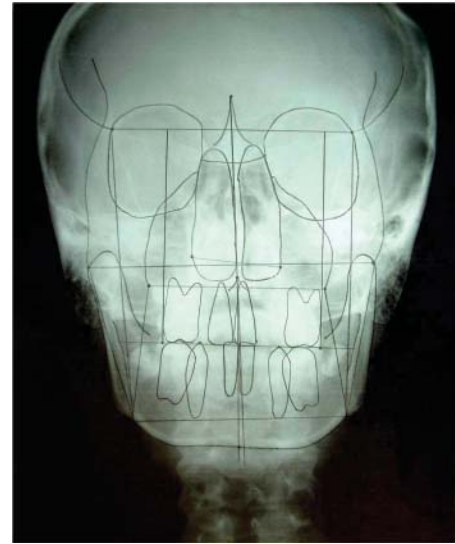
Radiografía posteroanterior final.
